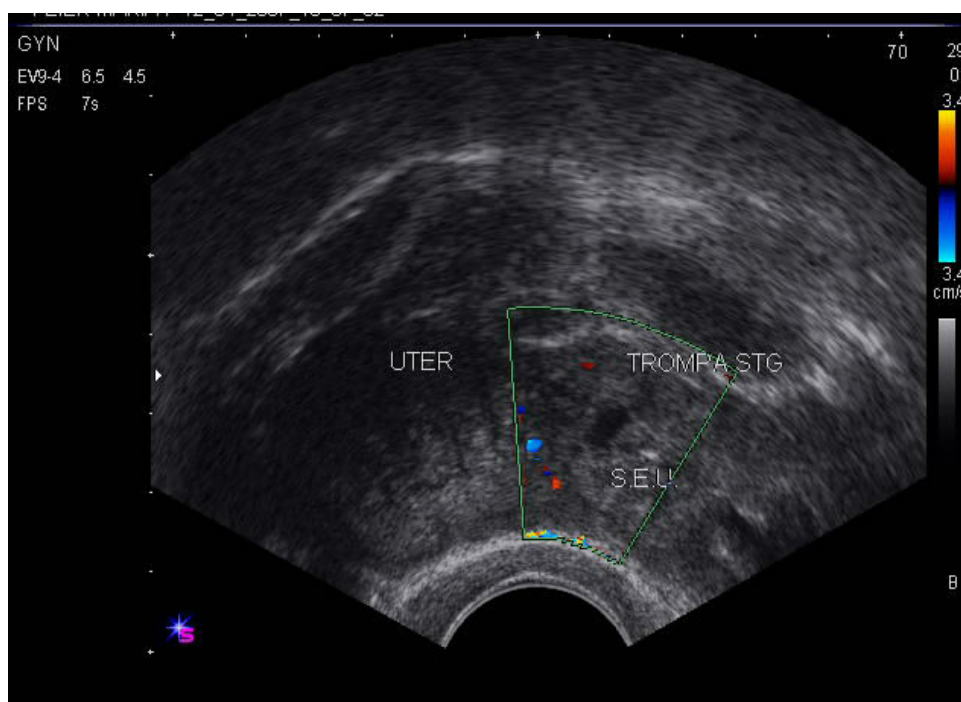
Secțiune transversală la nivel corpului uterin , la ecografia transvaginală. Parauterin, în trompa stg., se evidențiază o formațiune inomogenă cu ecou hipoecogen relativ central
